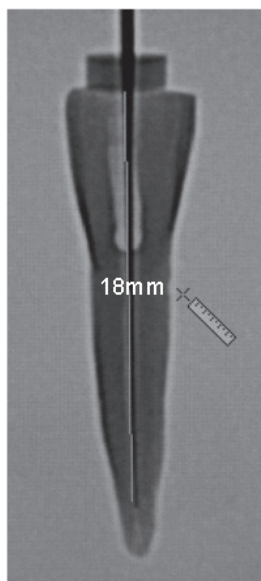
Imagem da radiografia digital realizada com o aparelho DSX600 com a lima no CT.
